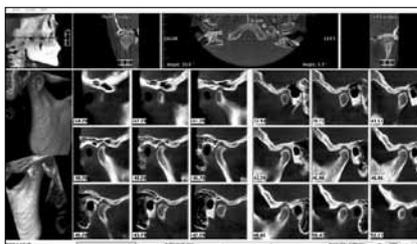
Дентальная объемная томограмма. Программное обеспечение для оценки состояния височно-нижнечелюстных суставов
